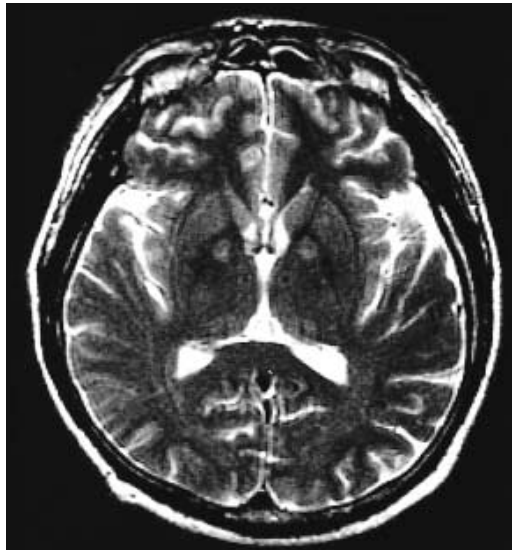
MRT-Bild (T2-Wichtung) mit Nachweis signalreicher Veränderungen im Globus pallidus beidseits (Jeong et al.2002).
